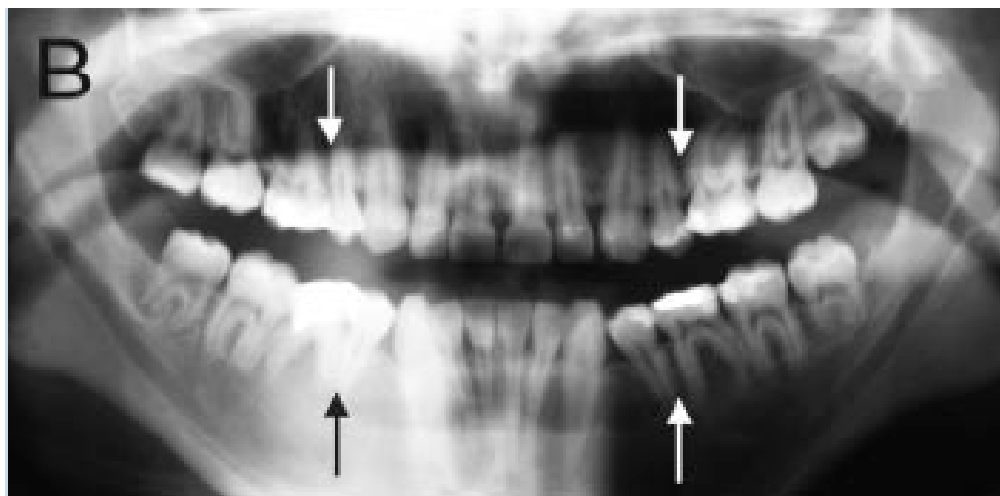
Ortopantomografía B paciente masculino con Síndrome de Sotos de 17.9 años de edad con agenesia de los 4 segundos premolares, todos los terceros molares están presentes.²⁰
